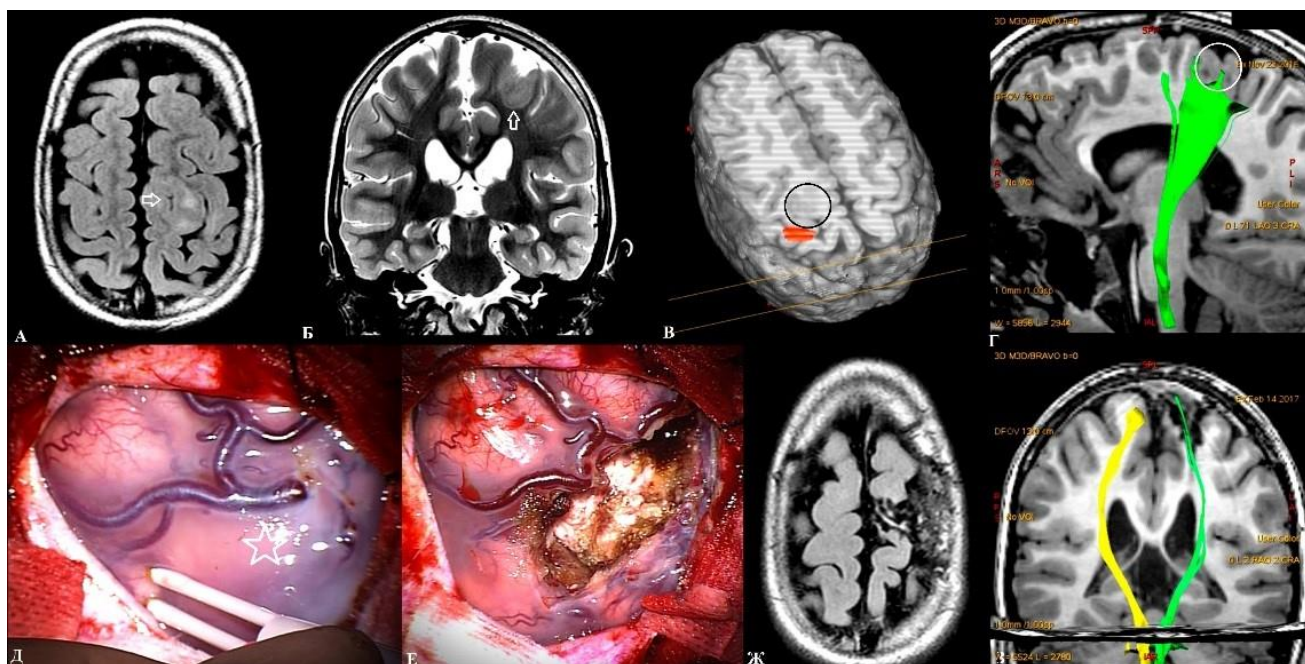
Резекция фокальной кортикальной дисплазии IIb типа прецентральной извилины: А, Б – FLAIR и T2-взвешенные МРТ до операции. Визуализируется утолщение коры парацентральной доли слева (стрелки); В – зона представительства левой руки на фМРТ расположена кзади от мальформации (зона мальформации выделена кружком); Г – трактография до операции - реконструкция кортико-спинальных трактов; Д – интраоперационное фото: обнаженная поверхность коры парацентральной доли с обедненным сосудистым рисунком пиальной оболочки над зоной мальформации (звездочка) и зона моторного представительства левой руки, картированная с помощью биполярного электрода; Е – интраоперационное фото: мозговая рана после иссечения мальформации; Ж, З – МРТ и реконструкция кортико-спинальных трактов после операции. Радикальное удаление мальформации. Исход Engel class IA (катамнез 5 лет)
